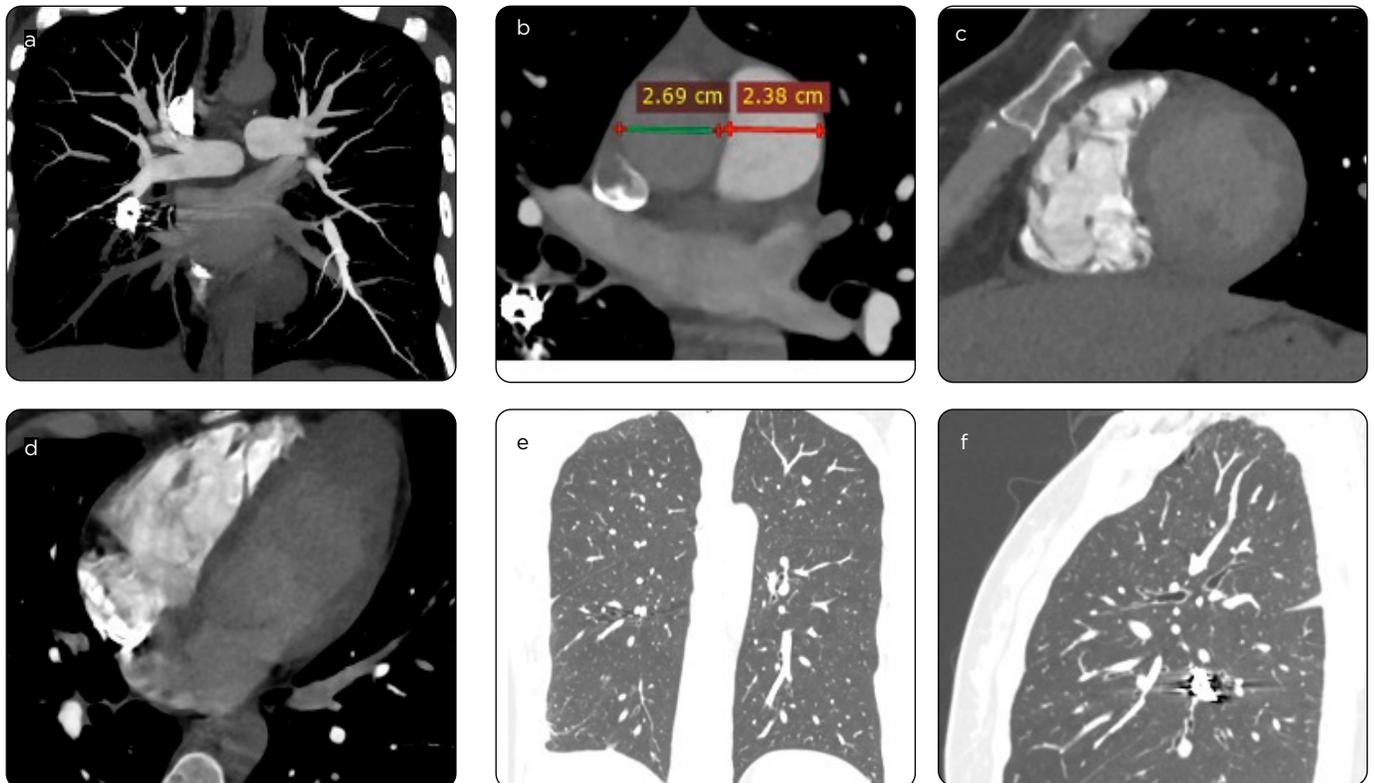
Angiotomografía de tórax. a y b) Cortes coronal y axial, reconstrucciones de máxima intensidad, se observan coils metálicos localizados en arteria segmentaria inferior derecha. c y d) Cortes sagital y axial del corazón, no se observan signos de sobrecarga de presión en cavidades derechas ni aumento en tamaño de la arteria pulmonar. e y f) Cortes coronal y sagital en ventana de parénquima pulmonar sin evidencia de compromiso parenquimatoso.
